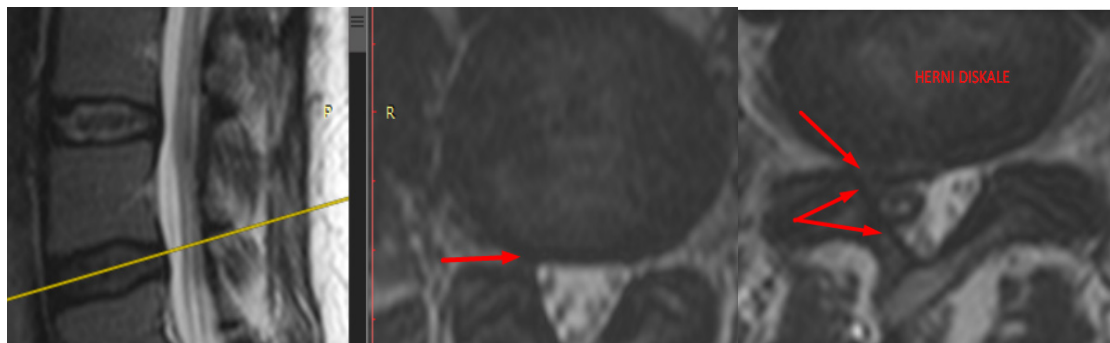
a- rezonanc magnetike në prerje sagitale; b- rezonanc magnetike në prerje aksiale; c- rezonanc magnetike në prerje sagitale hernie diskale lateral djathtas (raste personale).
